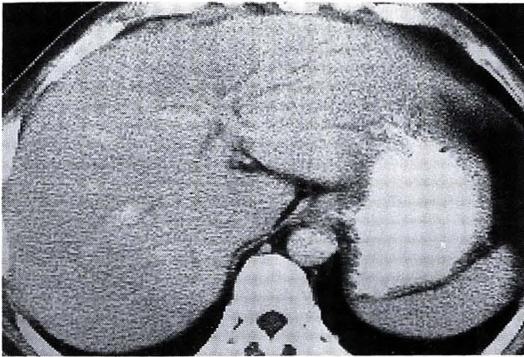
Abdominal CT scan reveals mildly dilated left intrahepatic bile ducts without definable mass lesion.
